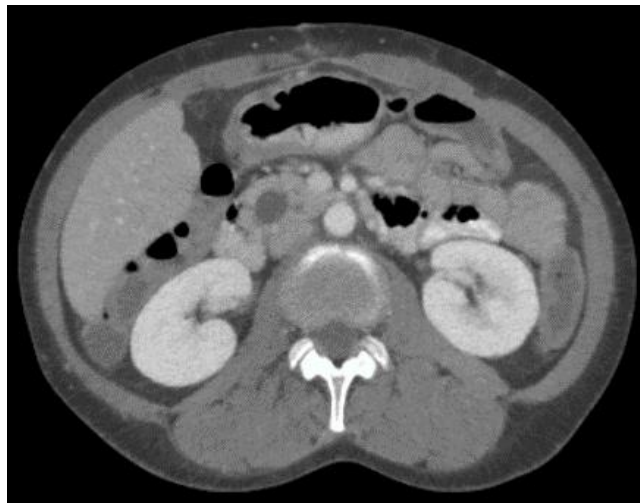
Descripción: TAC axial que demuestra dilatación del colédoco sin masa intraductal visualizada ni coledocolitiasis.
